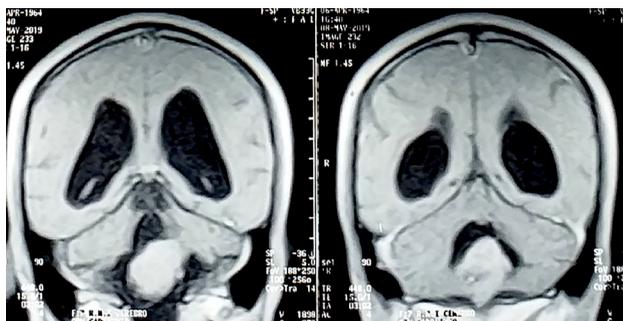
RM T1 sin contraste, corte coronal, lesión del 4to ventrículo iso-ligeramente hiperintensa espontáneamente.
